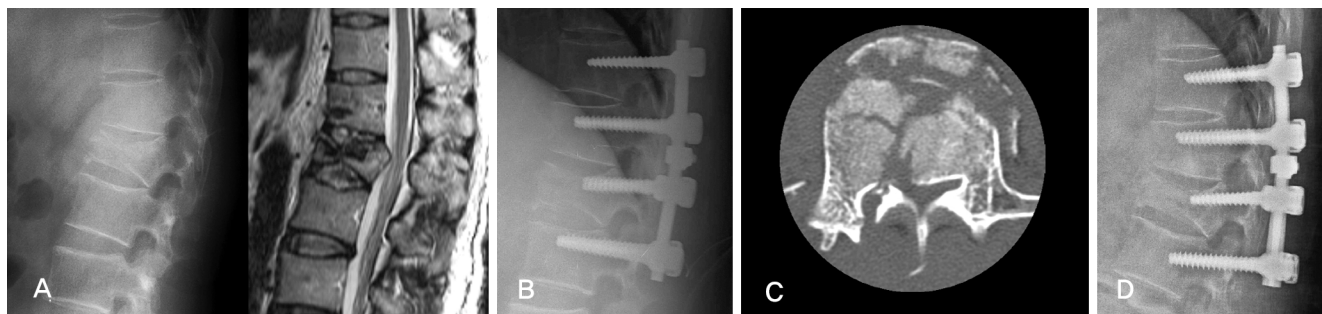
(A) 52-year-old man, L1 burst fracture, load sharing score is 7. (B) Long segment transpedicular fixation was done from T11 to L2. (C) Axial CT image shows comminution, canal encroachment. (D) Follow-up X-ray at 2 years shows minimal loss of correction.
